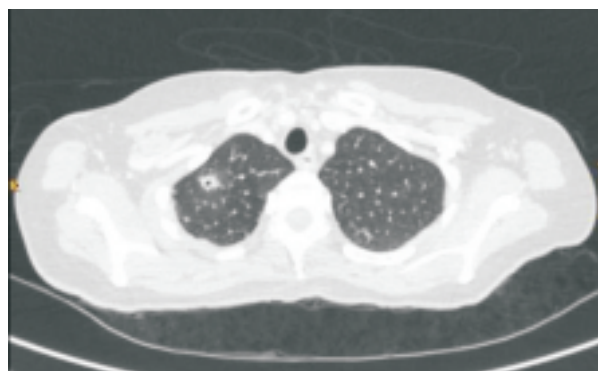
Corte de TAC torácico realizado a la paciente donde se puede observar nódulo cavitado (estrella).
